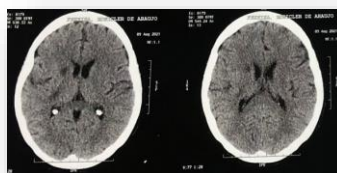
TC de crânio sem contraste
